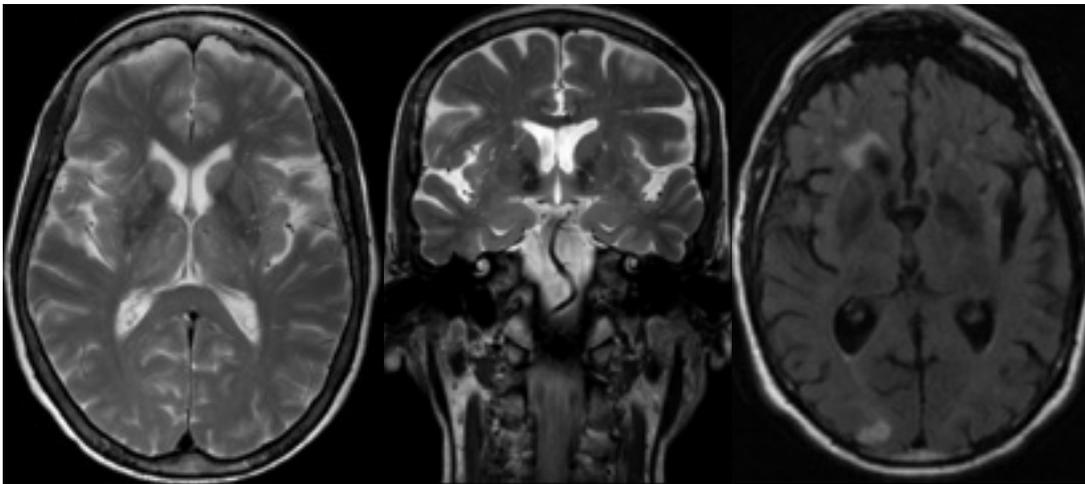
Resonancia magnética cerebral
